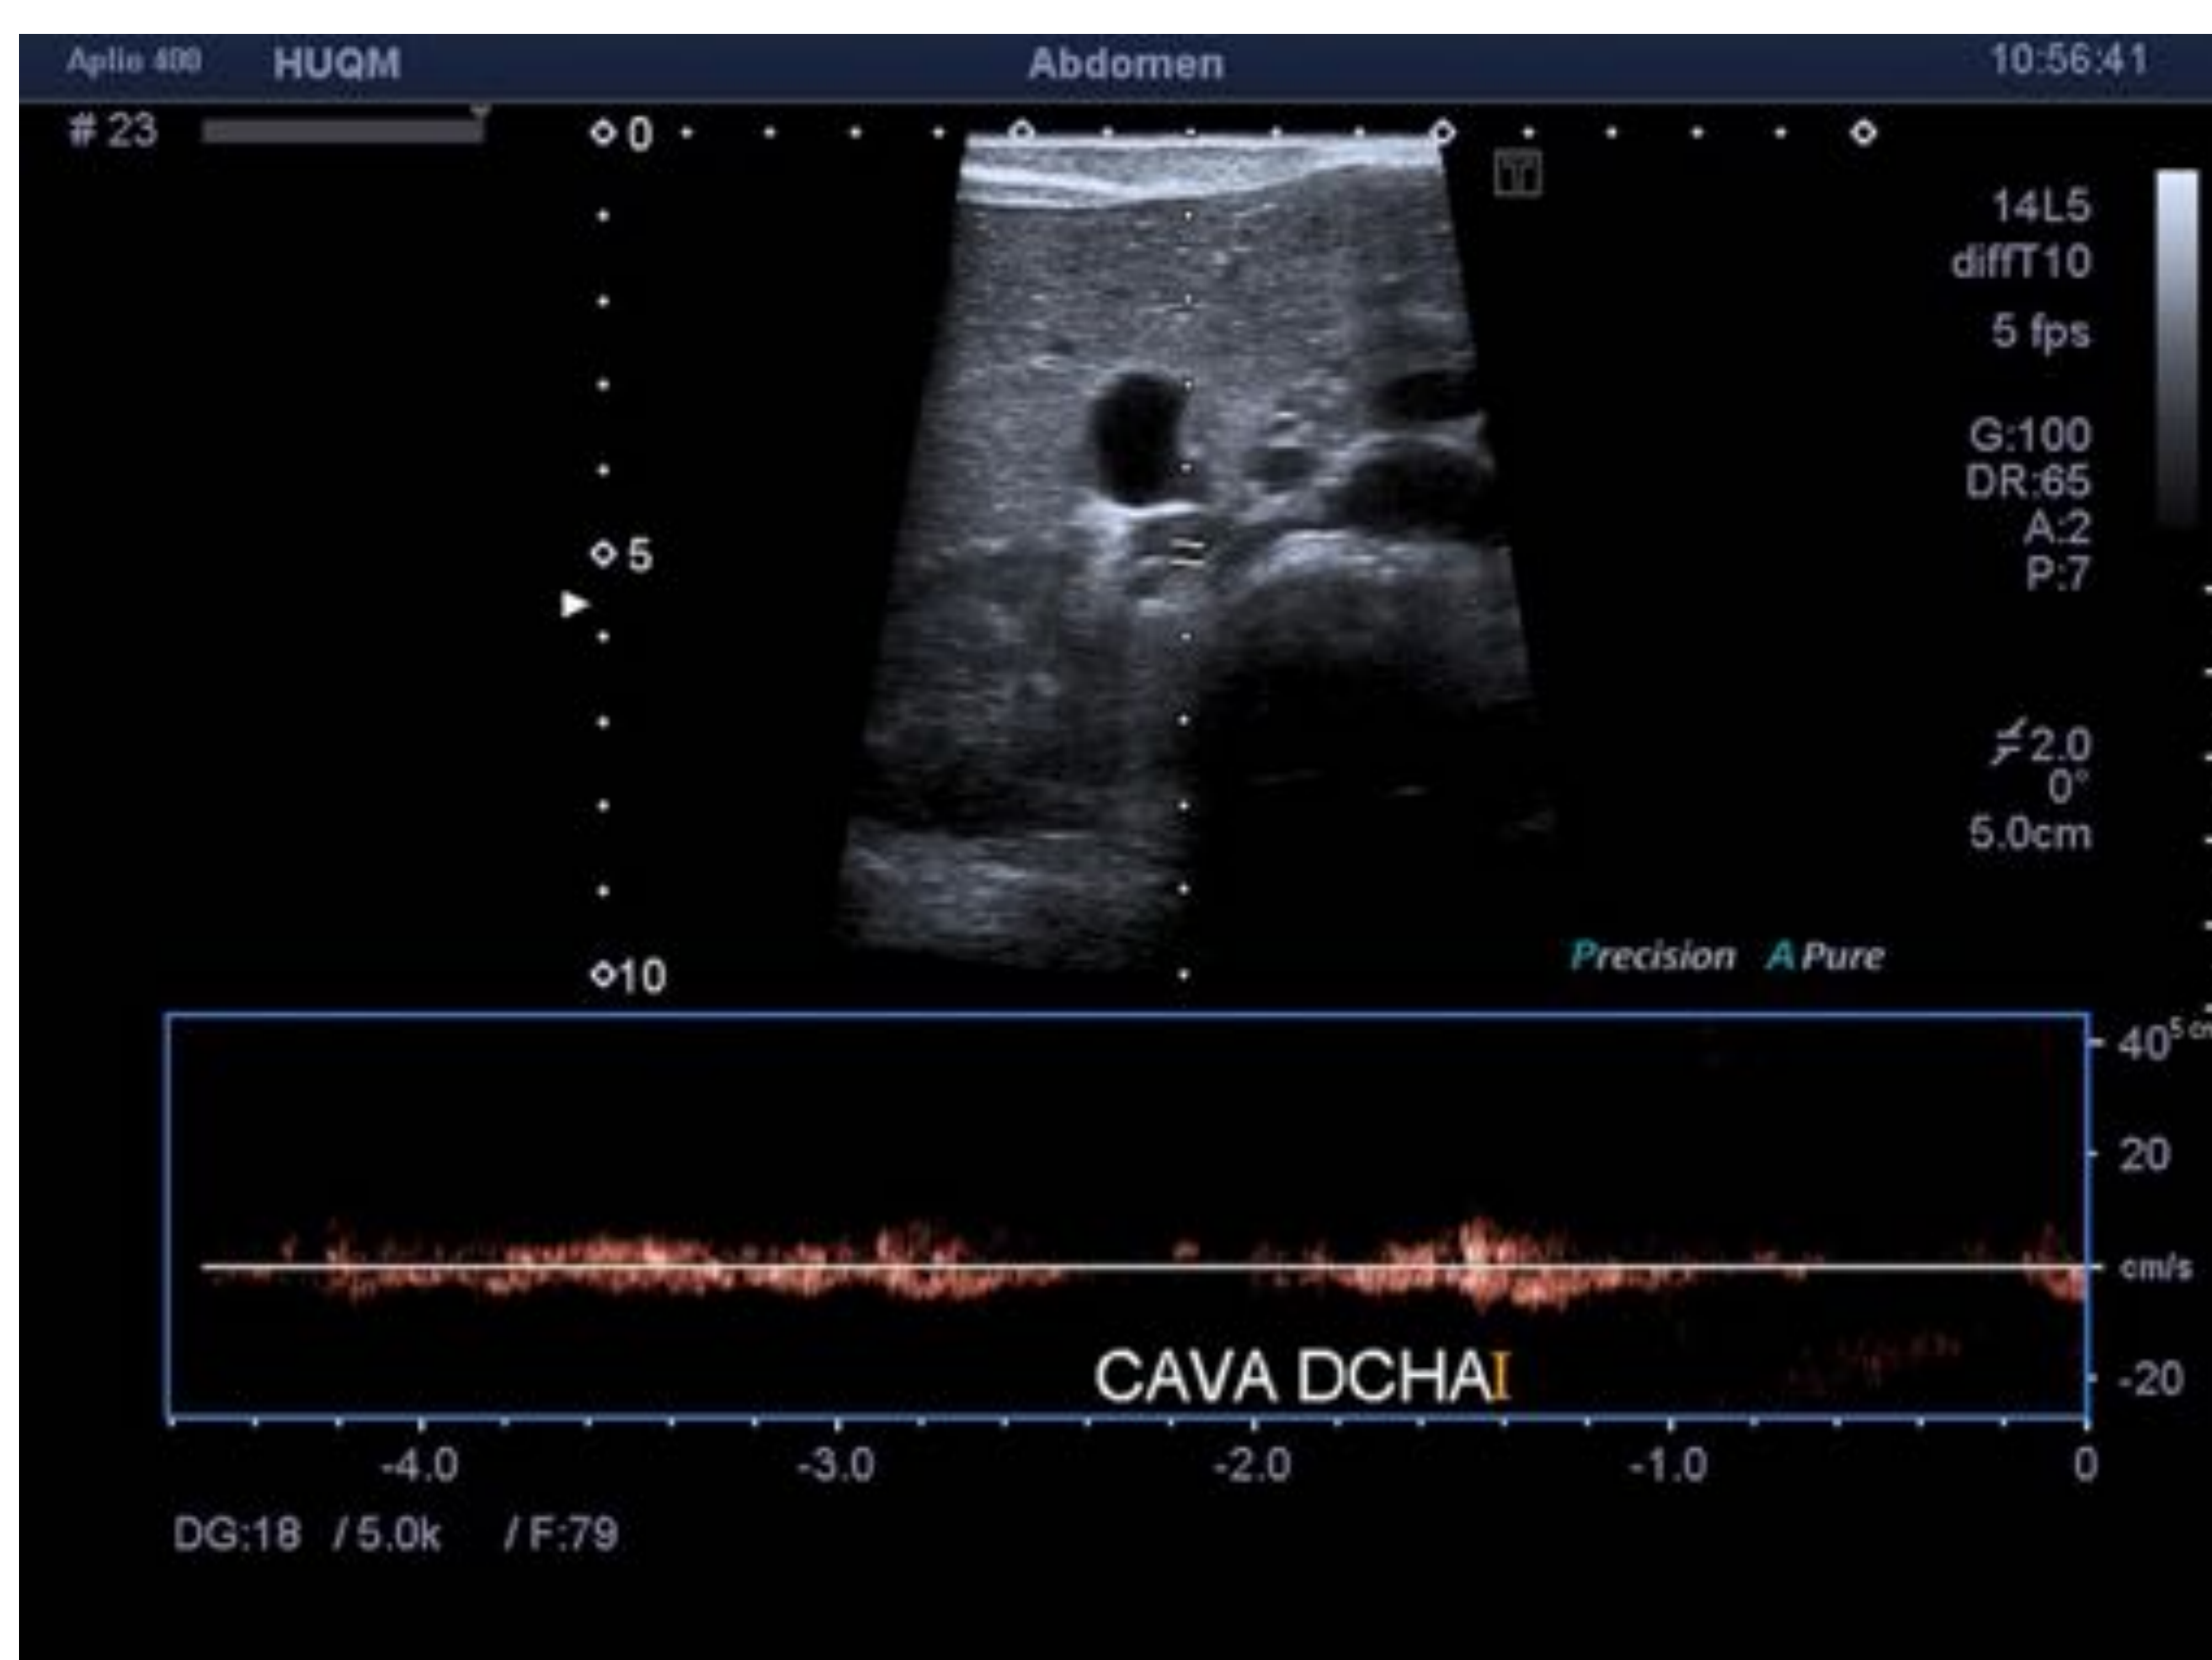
b Eco Doppler, vena cava inferior derecha filiforme
